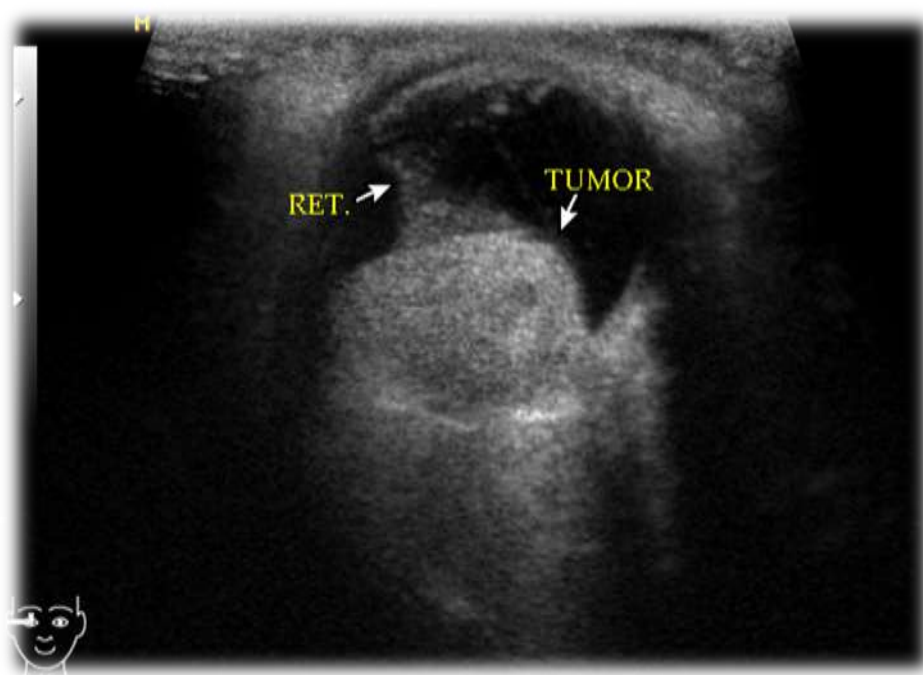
Эхотомограмма меланомы хориоидеи в режиме серой шкалы.
